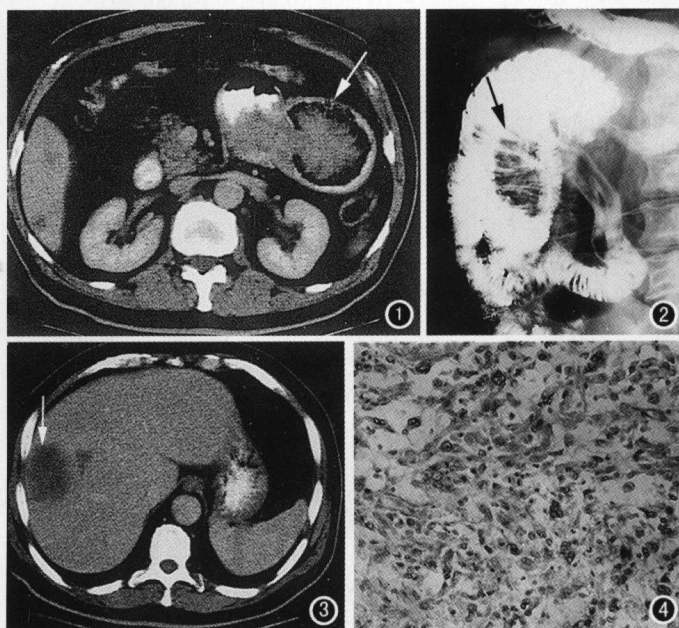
上腹部CT平扫:左中上腹见一4cm×2cm形态不规则的软组织块影(⇨),局部肠管扩张,肠壁增厚。肝内可见2个低密度病灶。图2
